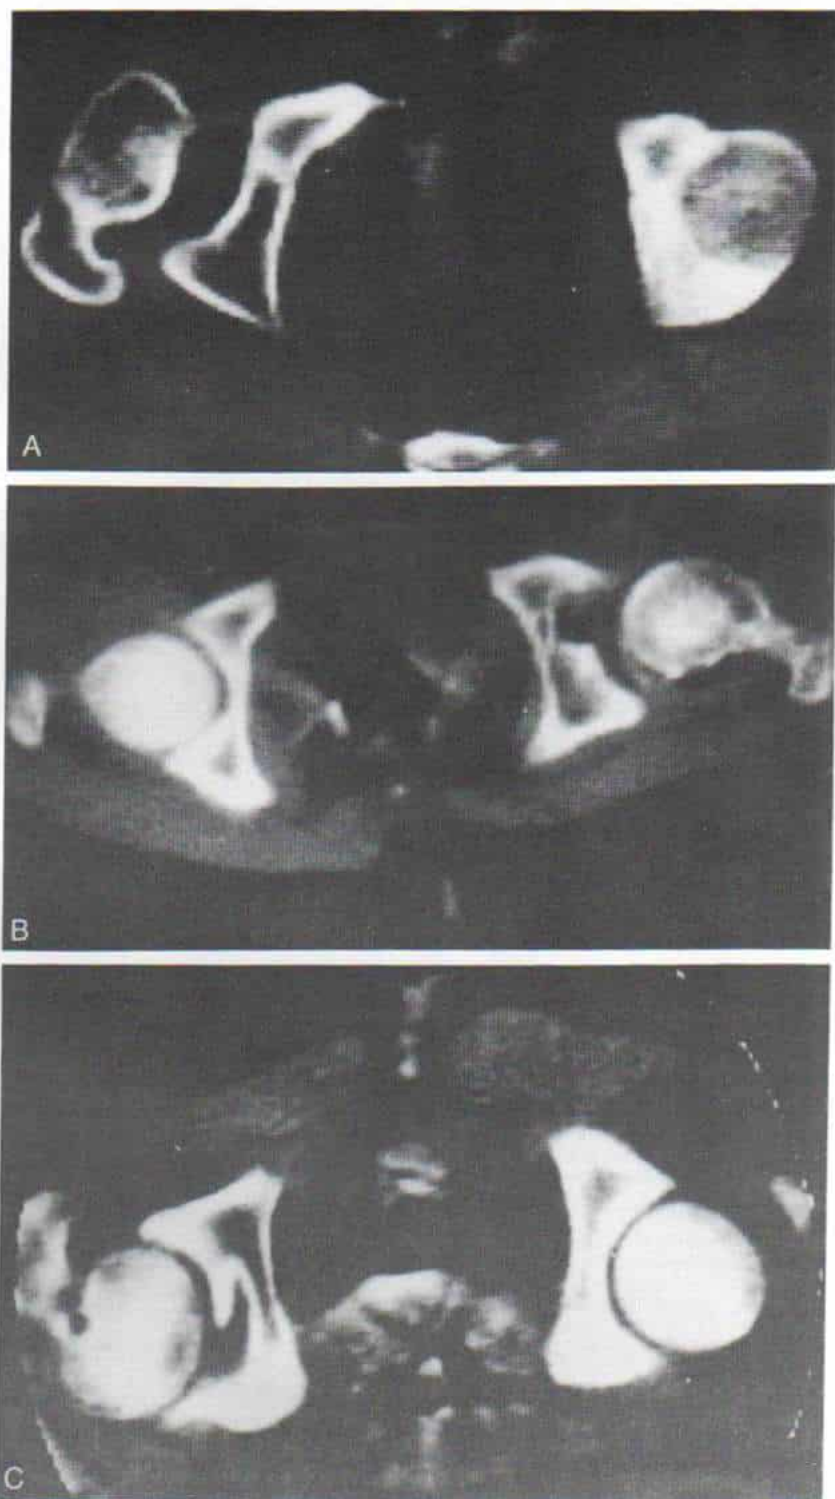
Configuración del acetábulo, tal como la muestra la tomografía computadorizada.
